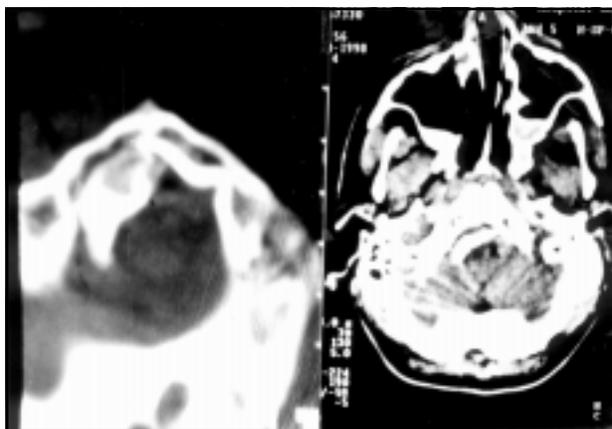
TC mostrando à esquerda fratura do côndilo occipital direito e à direita fragmento ósseo afundado para o interior do forame magno.
